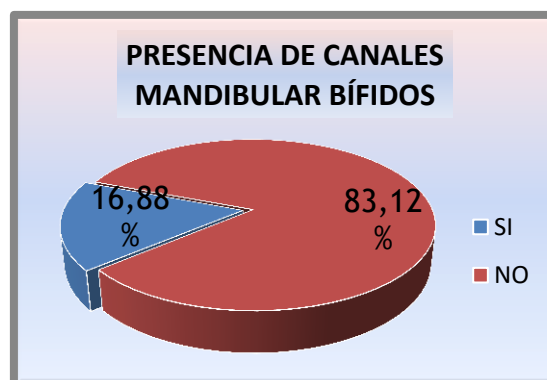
Prevalencia de canales mandibulares bífidos en ortopantomografías.
